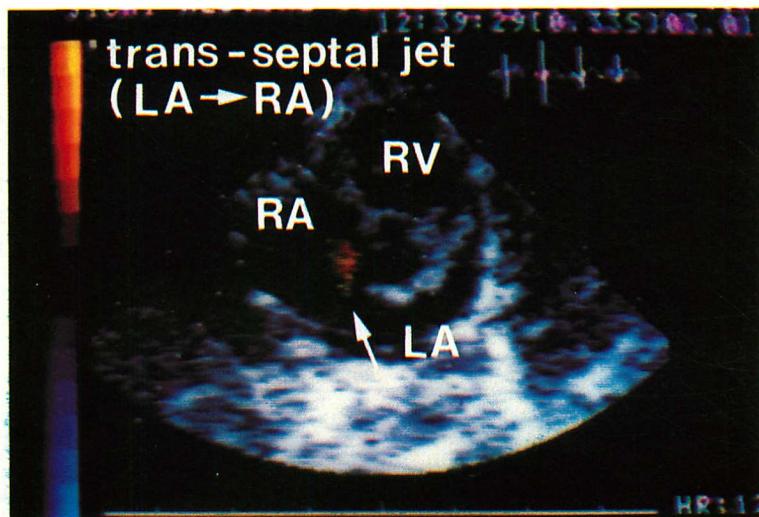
Left-to-right shunt through the foramen ovale in a normal neonate demonstrated by 2-D Doppler echocardiography.
